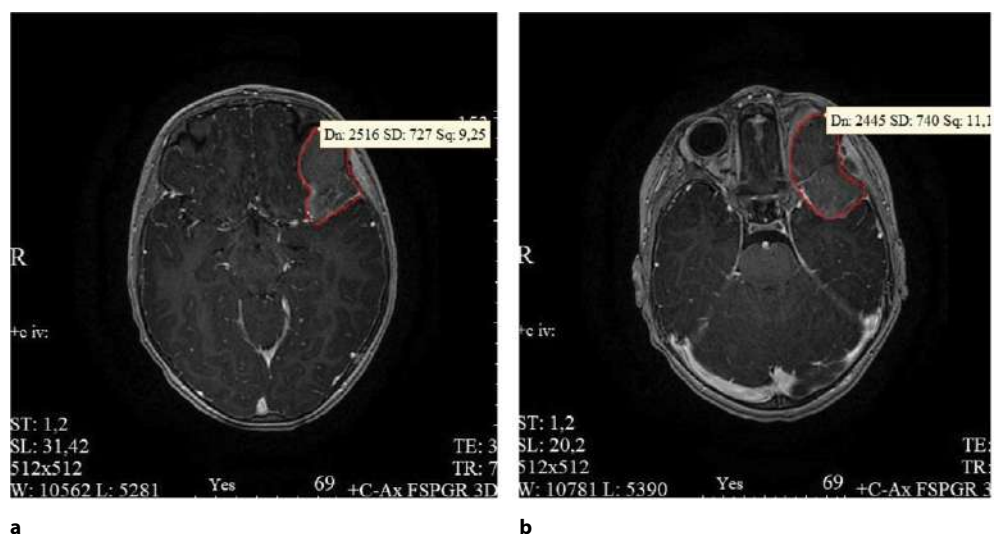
Результат магнитно-резонансной томографии головного мозга: а – Ax T2-взвешенное изображение TSE, аксиальная проекция; б – режим FSPGR 3D с контрастным усилением, аксиальная проекция. Новообразование мягких тканей глазницы с интракраниальным компонентом с четким краем, умеренно копящее контрастное вещество
